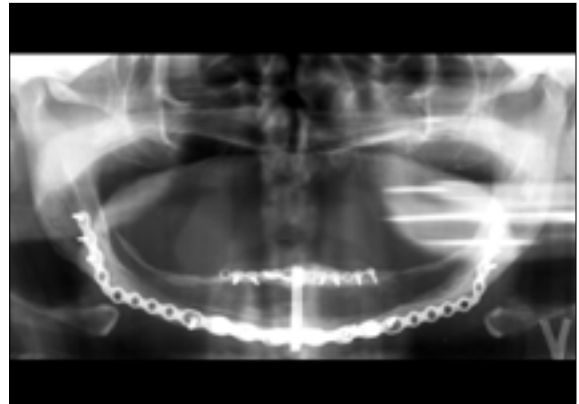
치조골 신장술 후 방사선 사진.
